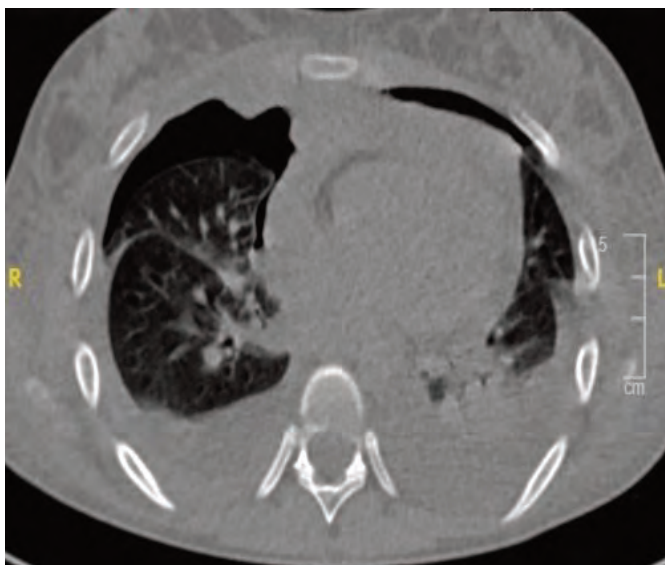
TC de tórax. Evolución del derrame pleural derecho que se reprodujo en hemitórax contralateral. Neumotórax bilateral producido tras obtención de biopsia.
